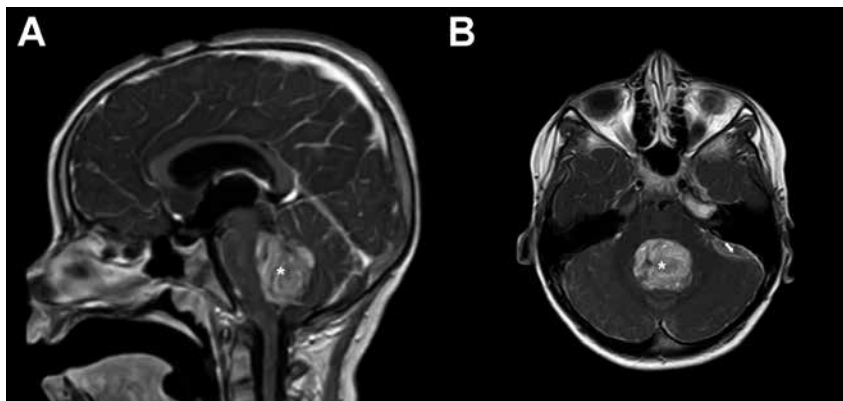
Medulloblastoma en RM craneal con contraste. Tumoración en IV ventrículo (*) con realce intenso y heterogéneo y una captación leptomenígea difusa de predominio en fosa posterior izquierda compatible con diseminación leptomenígea (→). A. Corte sagital en T1. B. Corte axial en T1.
